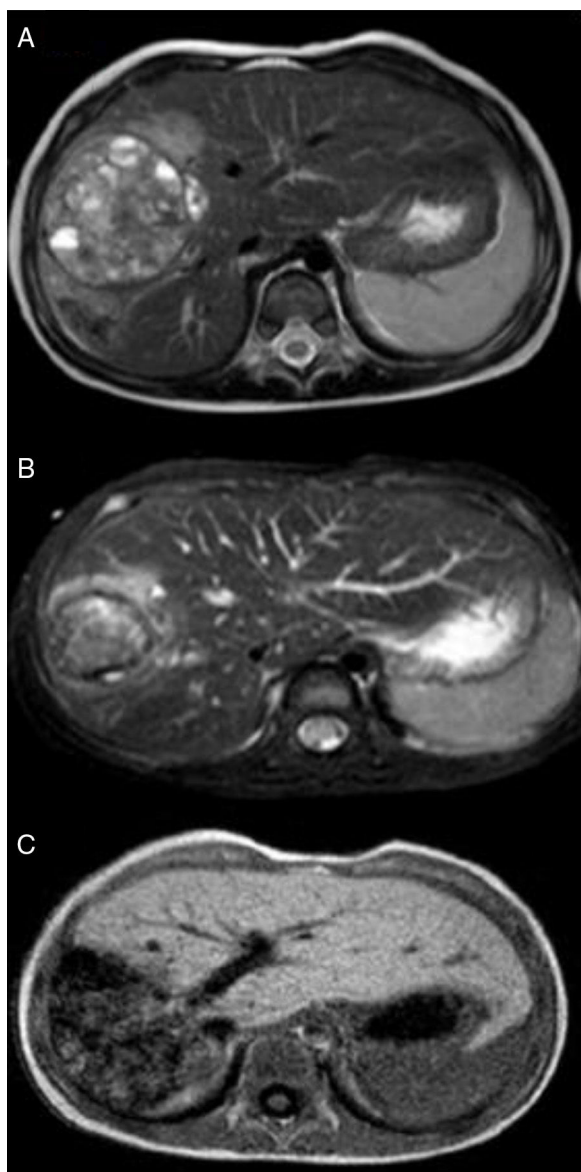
Imágenes de la angioresonancia abdominal después de 3 ciclos de quimioterapia (A), embolización (B) y cirugía (C).
